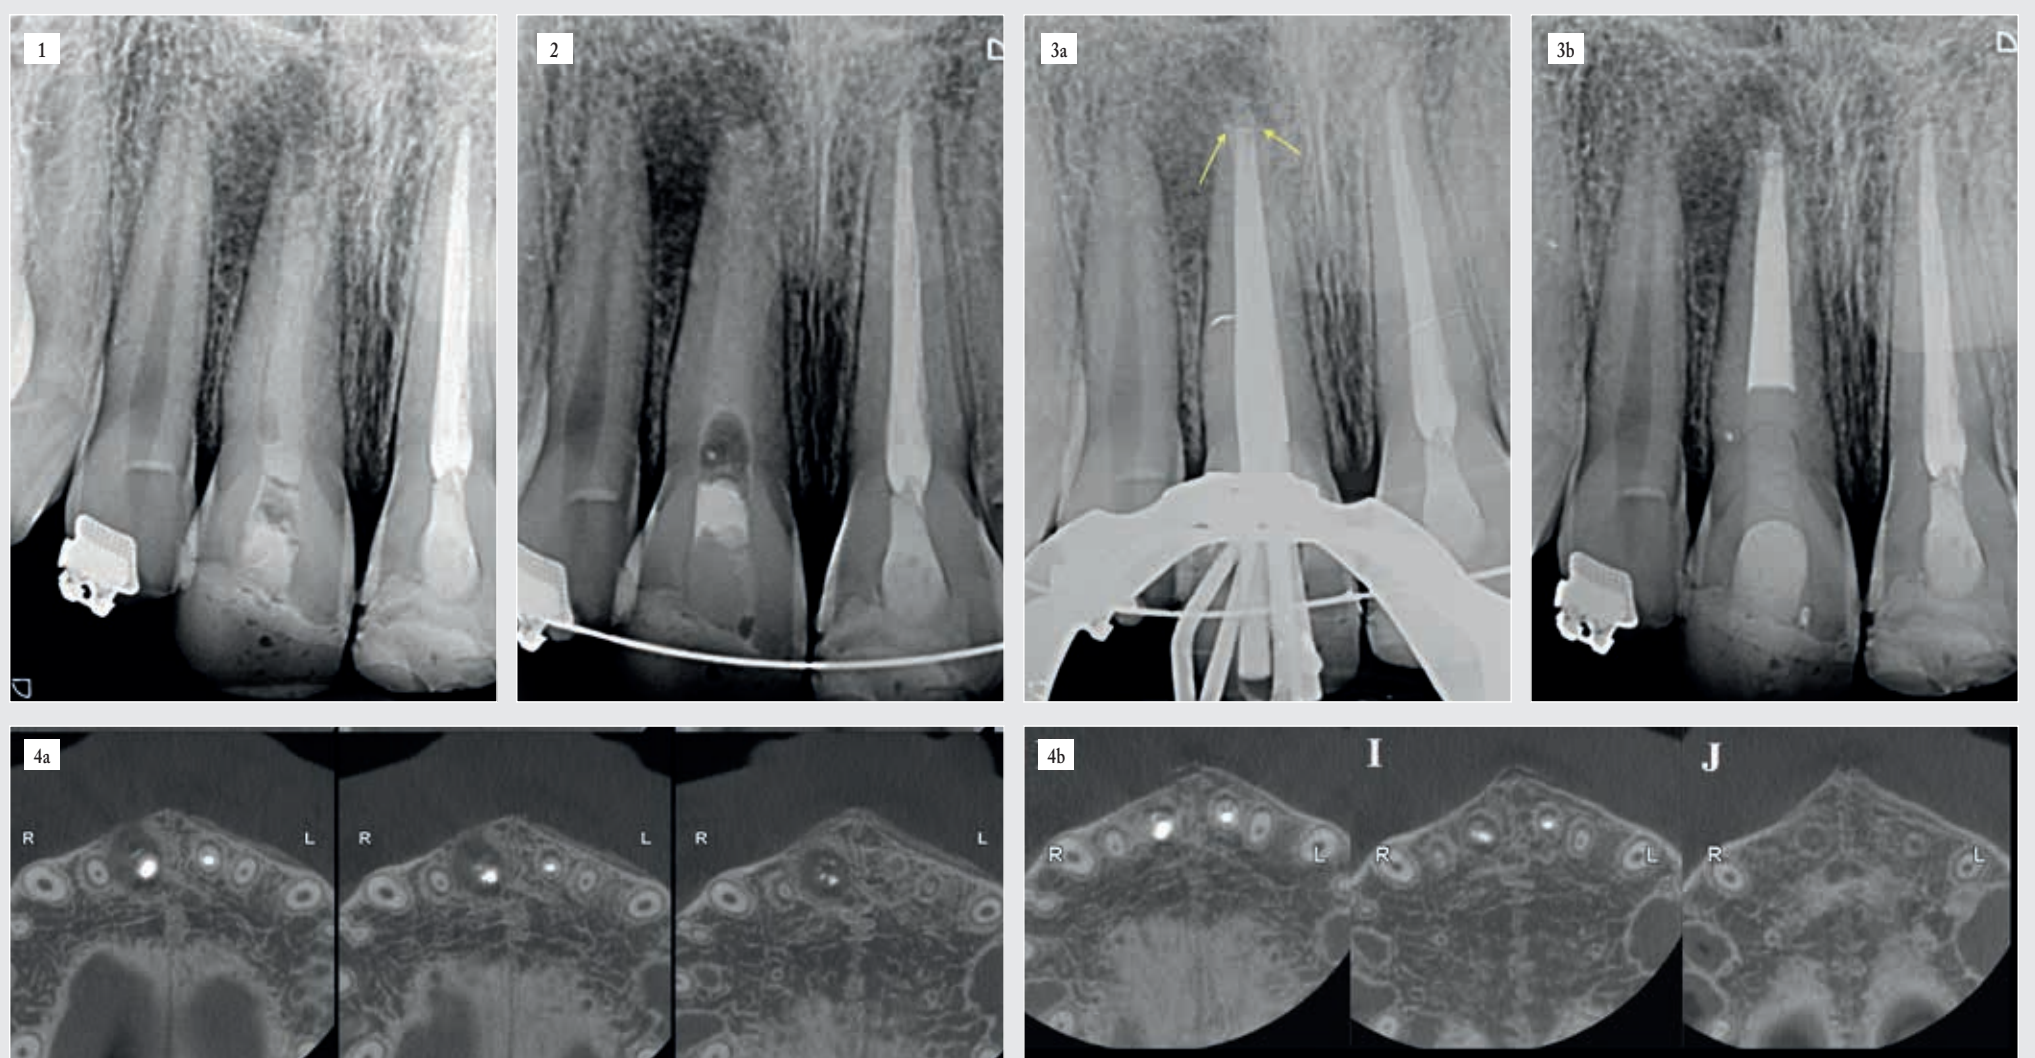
Une radiographie initiale montrant la dent N° 11, avec un apex ouvert et une lésion périapicale. | Fig. 2 : Une radiographie après la première consultation avec de la pâte à base d'hydroxyde de calcium dans le canal. | Figs. 3A-3B : Des radiographies durant l'obturation. 3A. Observez la position de la barrière apicale désignée par les flèches. 3B. Obturation finale et restauration. | Figs. 4A-4B : Tomodensitométrie volumique à faisceau conique (TVFC). 4A. Vue axiale juste après la mise en place du MTA HP. 4B. Vue axiale durant la consultation d'accompagnement après 9 mois. Observez la formation d'os, y compris la plaque corticale.
